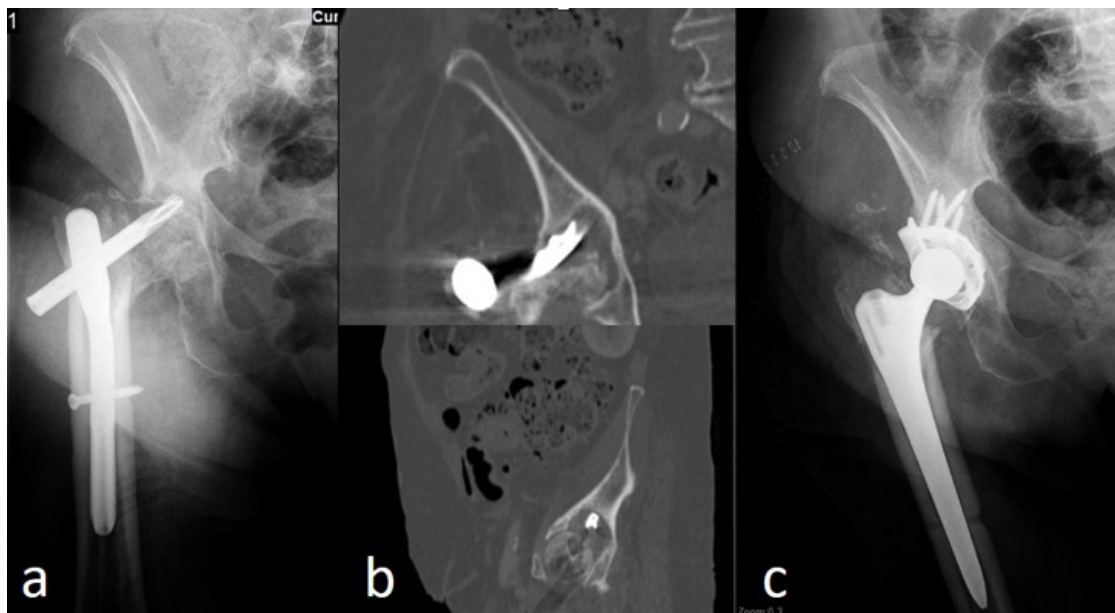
Eighty-two y F. a) Cut-out complication at postoperative 6th week following PFN procedure. b) Coronal and sagittal image of computed tomography showed the defect created by the blade of nail in the acetabulum superior wall. c) Image after THA conversion. Defect was filled bone graft derived from residual femoral head
